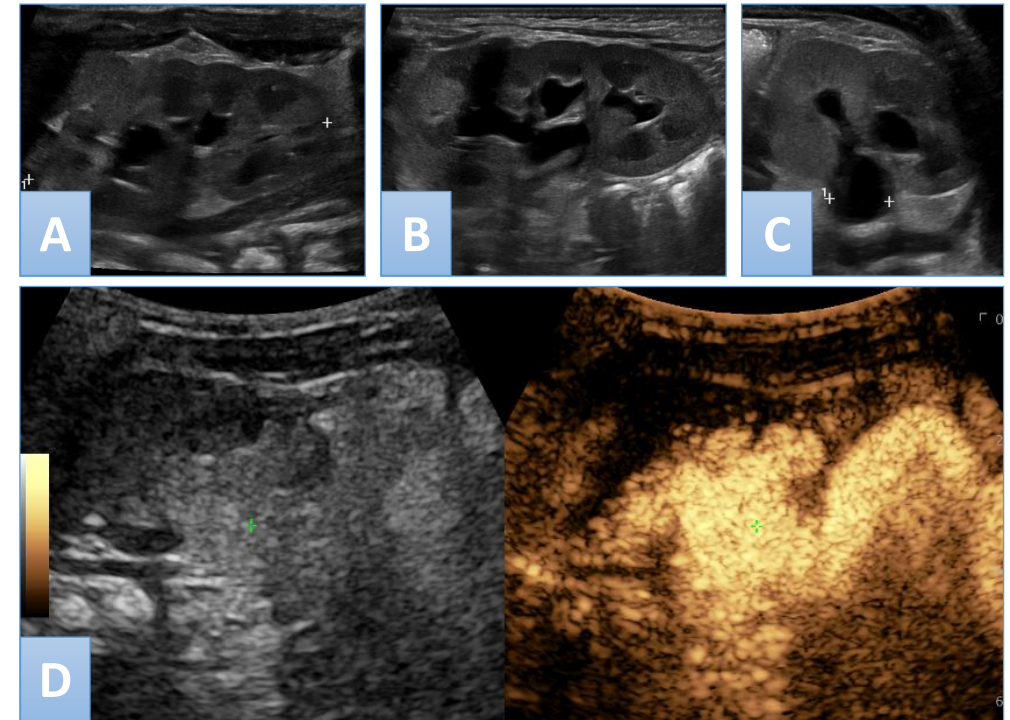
Paciente con RVU. A) Ecografía realizada el primer día de vida: mínima dilatación de cálices centrales derechos, sin dilatación de la pelvis. B y C) Ecografía a los 15 días de vida: dilatación calicial más evidente, con leve dilatación de la pelvis (entre cursores). D) USM realizada a los 5 meses, que pone de manifiesto RVU grado 5.
